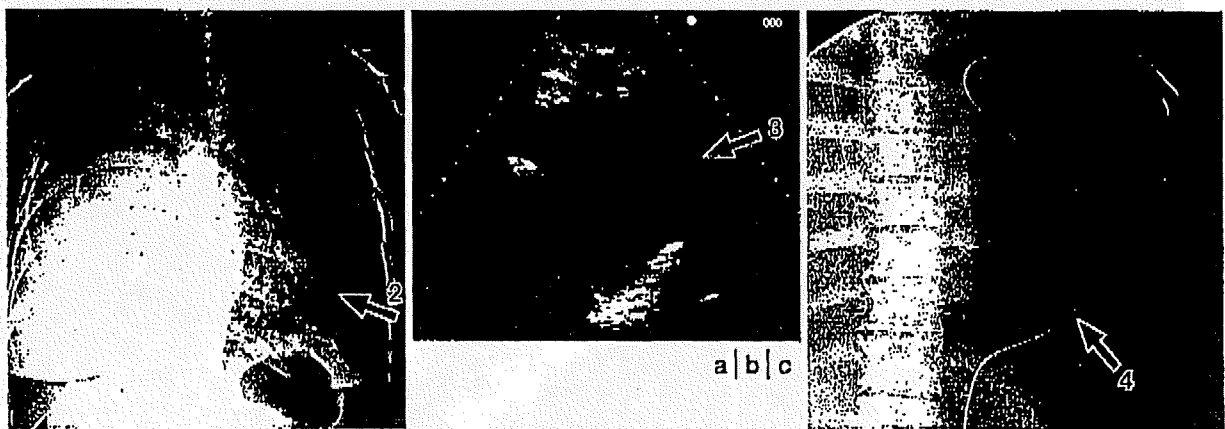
超音波ガイド経皮的心嚢ドレナージ；心窩部アプローチ(肺癌化学療法症例，右悪性胸膜炎，心嚢液貯留)
